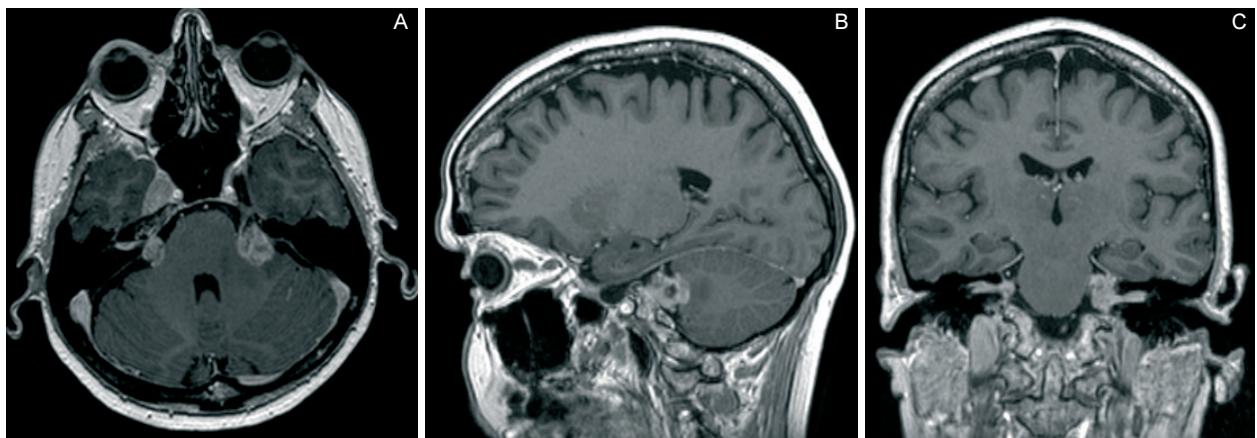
RM encefalo con m.d.c. Gamma Knife: scansione assiale (A), sagittale (B) e coronale (C).
